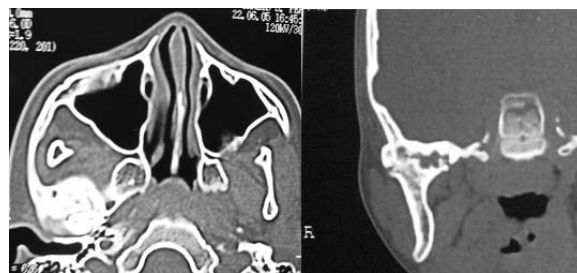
Tomografia computadorizada nos cortes axial e coronal. Extensão medial do bloco anquilótico.
